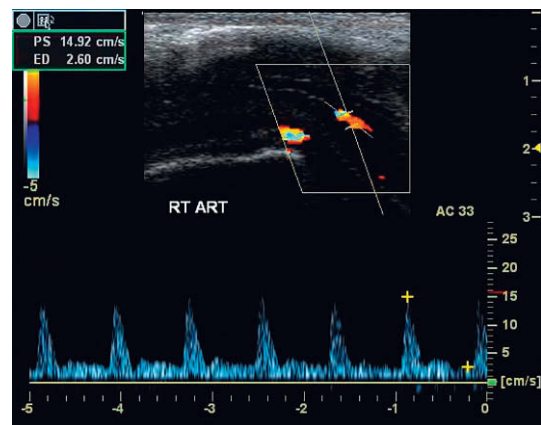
Trazado Doppler espectral en un paciente con insuficiencia arterial. A pesar de administrar una dosis farmacológica adecuada, la respuesta eréctil es subóptima. La velocidad sistólica máxima en una arteria cavernosa sólo se acerca a 15 cm/seg, lo que está muy por debajo del rango aceptado de la normalidad.
